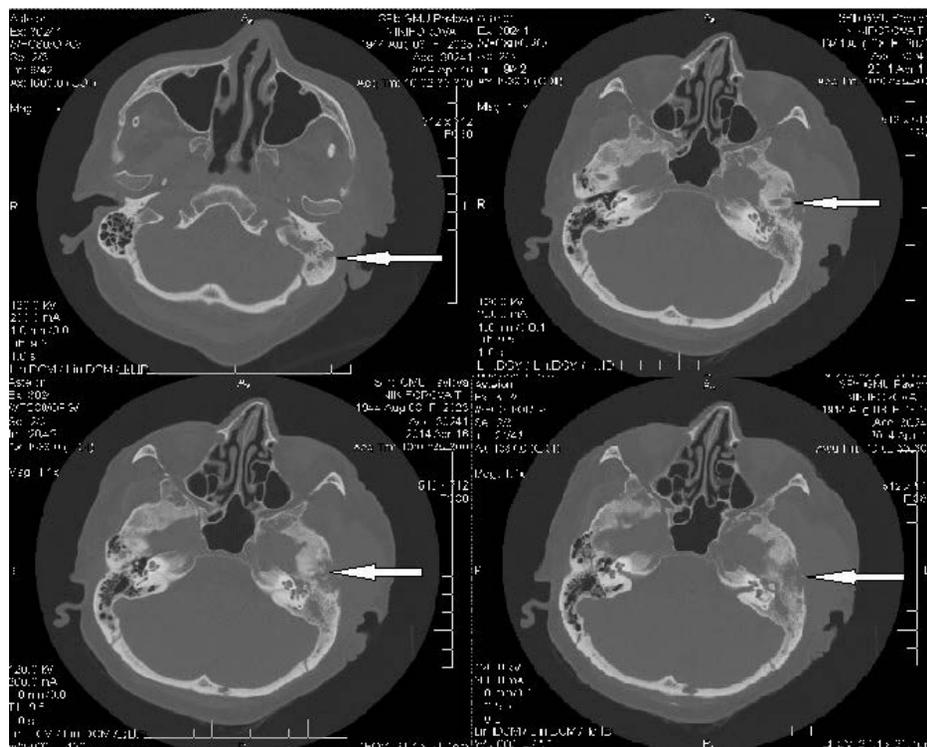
Мультиспиральная компьютерная томография височных костей в аксиальной проекции.
